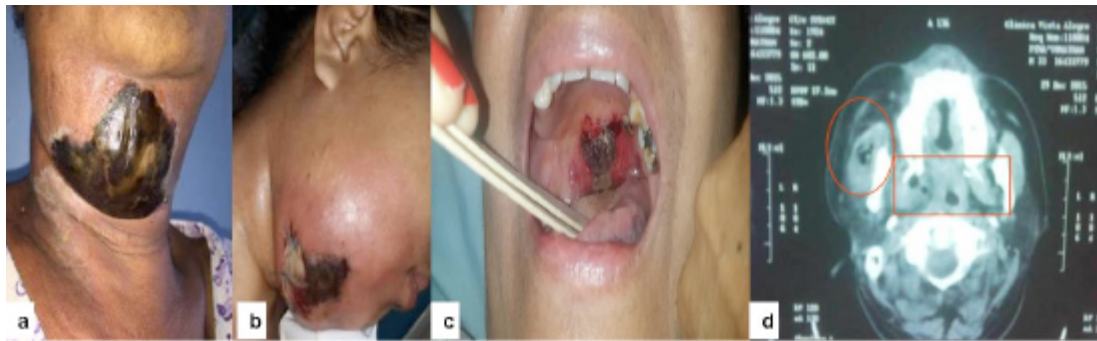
Imágenes de hallazgos clínicos y radiológicos. a y b) Parches de piel necrotica en la fascitis necrotizante. c) Área ulcerosa, oscura, necrotica y dolorosa en el paladar duro en uno de los casos de mucormicosis.d) Evidencia en la tomografía de gas en tejidos. Demarcado en círculo y rectángulo rojo.
